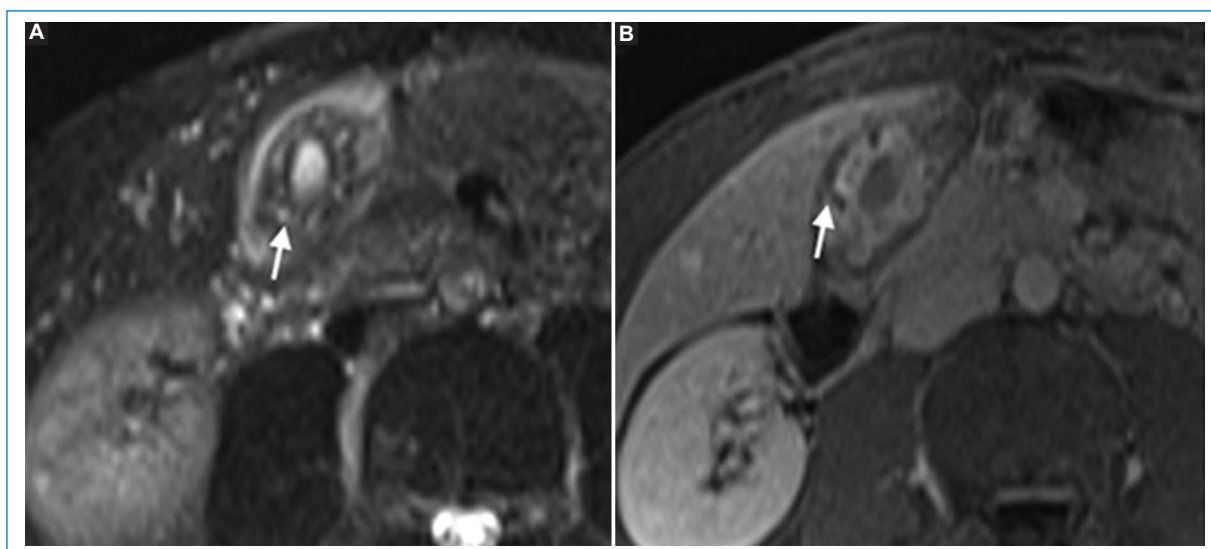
Mujer de 65 años con adenomiomatosis difusa. RM de abdomen. A: secuencia ponderada en T2 con saturación grasa. B: T1 con saturación grasa con gadolinio, plano axial, muestran un engrosamiento difuso de la pared vesicular con el signo del “collar de perlas” (flechas).
